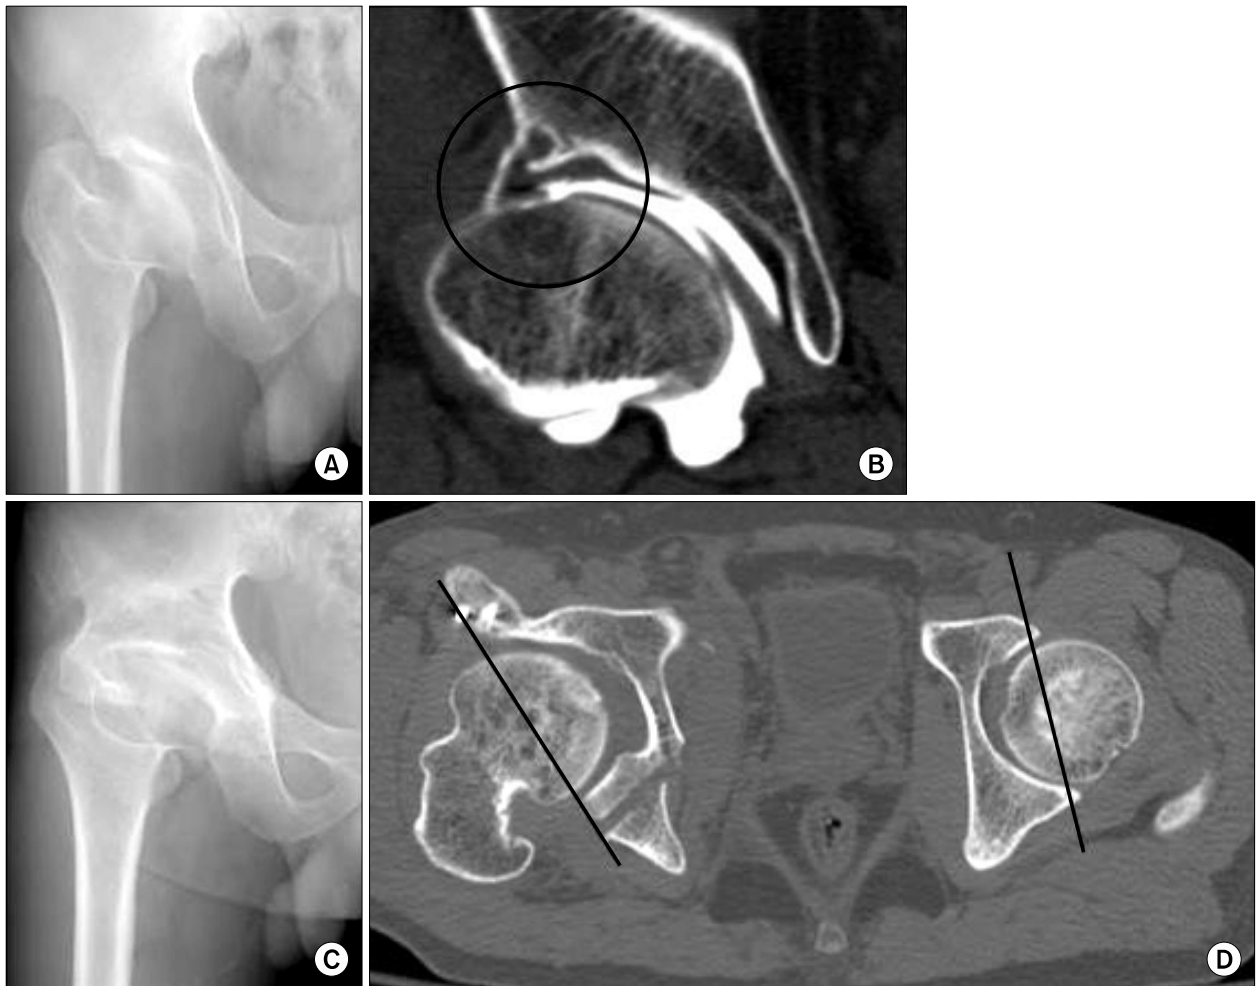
41-year-old male patient with acetabular dysplasia. (A) Preoperative radiograph shows deformed femoral head, inclination of acetabulum and shallow acetabular coverage due to LCP sequelae. (B) MR arthrogram shows the labral tear of the acetabulum due to load concentration. (C) Postoperative radiograph shows excessive correction after periacetabular osteotomy. (D) Excessive retroversion of the acetabulum after periacetabular osteotomy which has caused impingement during hip flexion. Preoperatively the patient could flex the hip upto 130 degrees and sit on the posture of crossing both legs. As result of excessive retroversion, the patient can flex the hip upto just 110 degrees and have to sit unfolding the leg.
